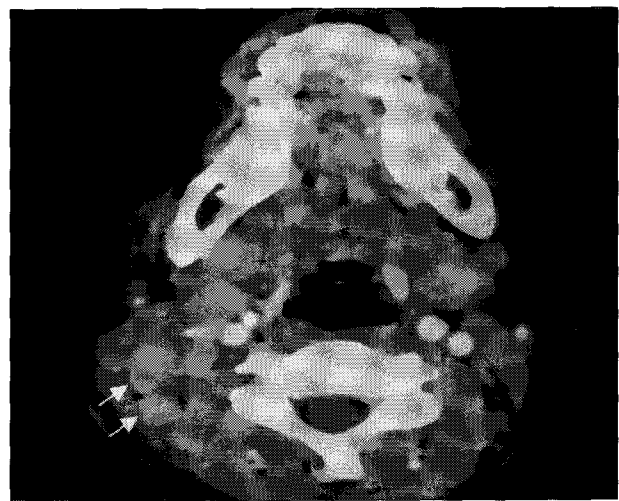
An axial CT scan demonstrates homogenous enhancement of lymph nodes with poorly defined margin in posterior triangle of right neck, indicated by arrows.
